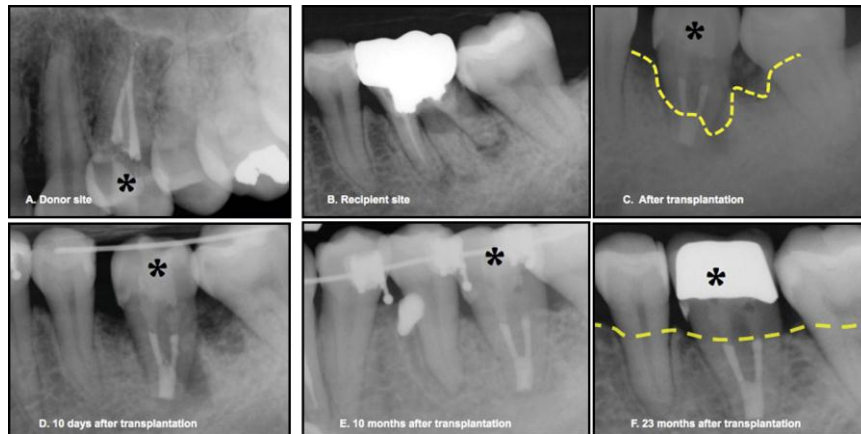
(19) Radiografías de control clínico del autotransplante dental.
